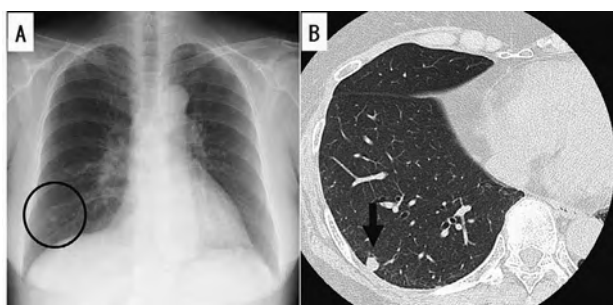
症例1 胸部X線写真および胸部単純CT
